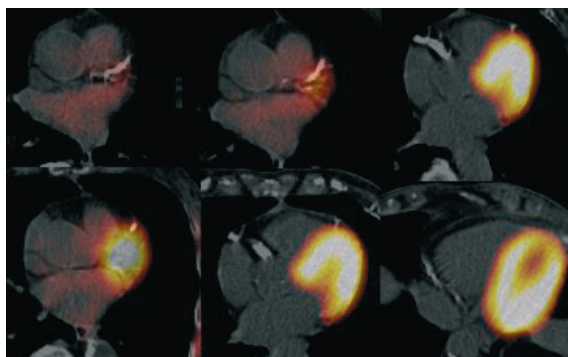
Spoczynkowe badanie perfuzyjne ^{99m}Tc MIBI SPECT. Obraz prawidłowej perfuzji
